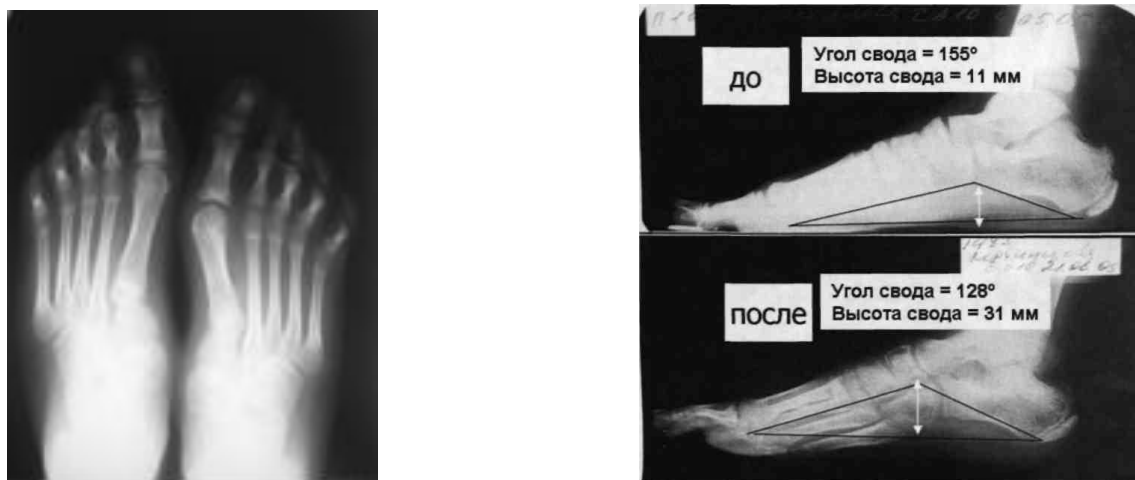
Пациентка Д., 12 лет, и/б № 1651 Диагноз: вторичная, статическая плосквальгусная деформация стоп 2 степени. Рентгенограмма стоп в боковой проекции под нагрузкой (стоя) до и после (через 1 год) проведенного оперативного лечения. Отмечается положительная динамика коррекции высоты и угла продольного свода стопы.
